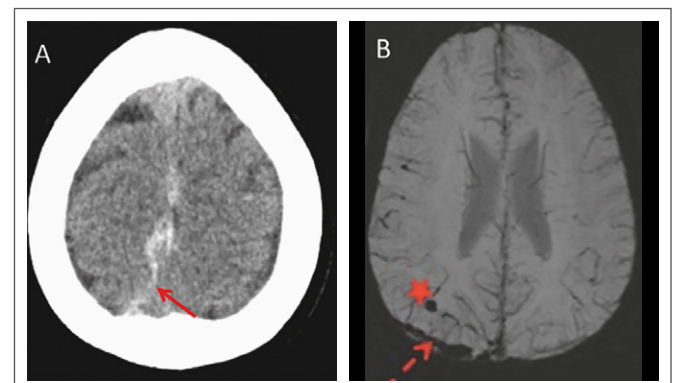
Eine 24-jährige Patientin erlitt postpartal einen generalisierten epileptischen Anfall. Davor hatte sie über starke Kopfschmerzen geklagt. (A): Natives Schädel-CT mit hyperdensem Cord Sign (Pfeil) bei parietaler Brückenvenenthrombose rechts. (B): MRT: SWI (susceptibility-weighted imaging): Brückenvenenthrombose (gestrichelter Pfeil) und kleine juxtakortikale Blutung (Stern) parietal rechts
